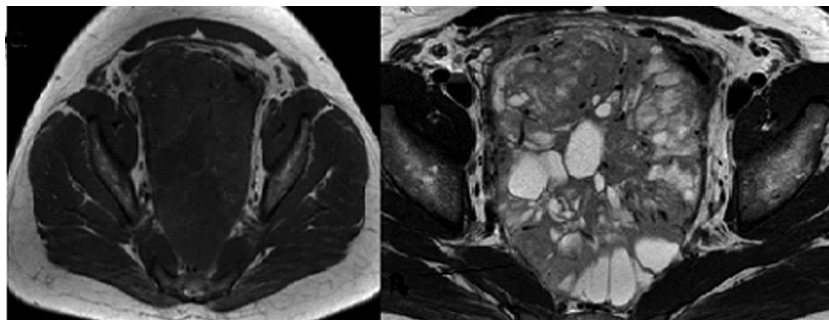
Resonancia magnética fases T1 y T1 con gadolinio
